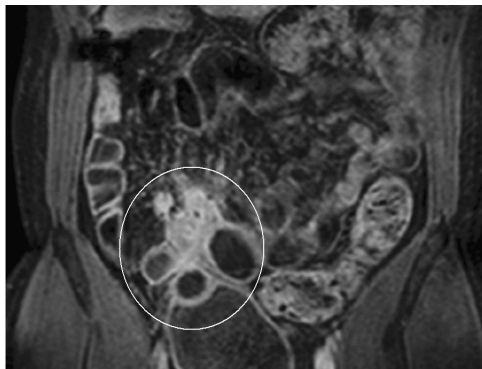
Enteroresonancia Enf. Crohn
